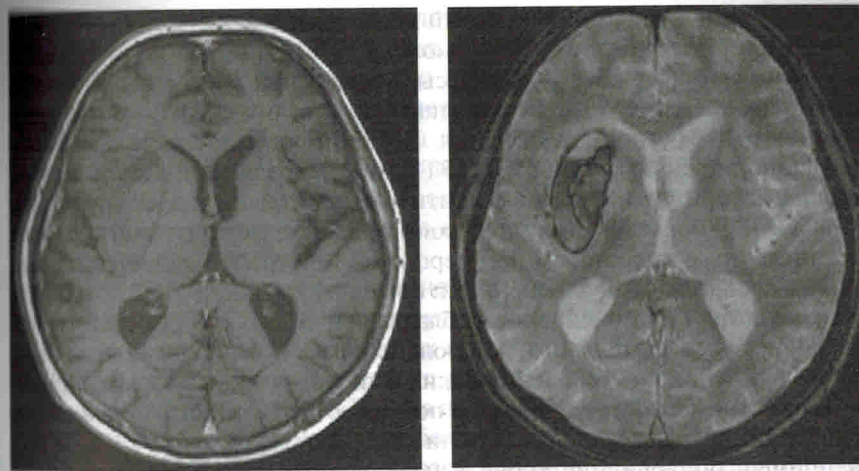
МРТ. Гематома мозга: обычный режим и режим T2* (T2-hemo).
